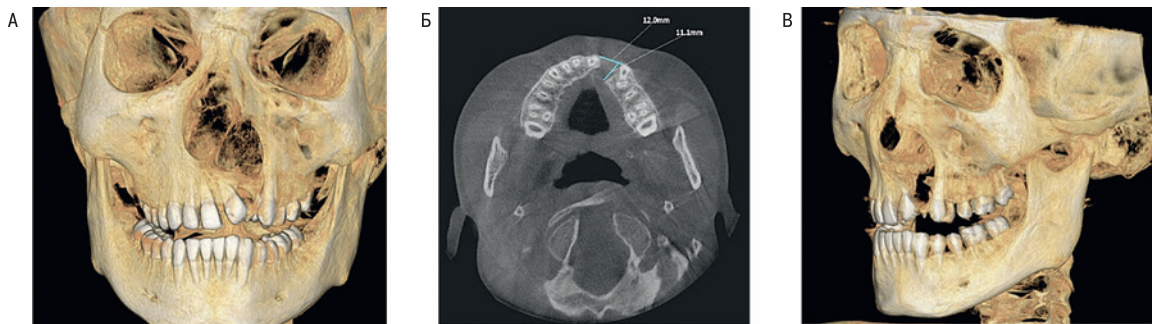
КТ челюсти при врожденной расщелины альвеолярного отростка до операции
